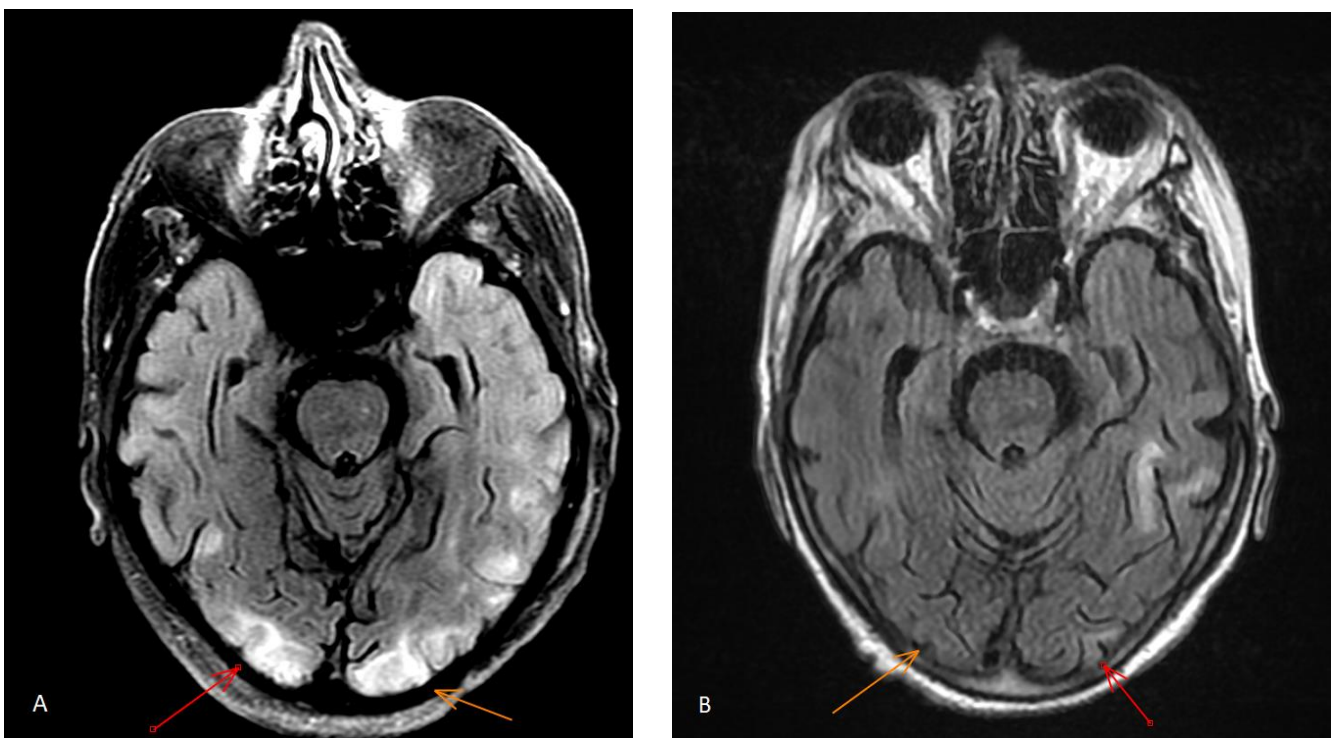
Ces images de séquence axiale 2D FLAIR illustrent une EPR avec des hypersignaux FLAIR cortico-sous-corticaux occipitaux bilatéraux, consécutifs à une encéphalopathie aiguë hypertensive à la phase initiale sur l'image de gauche (A) puis le contrôle à 2 ans sur l'image de droite (B) mettant en évidence une régression partielle des hypersignaux FLAIR après traitement.
